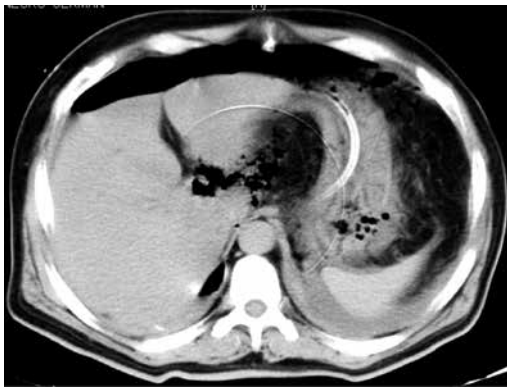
TC multicorte sin contraste: Líquido libre en cavidad y neumoperitoneo.
